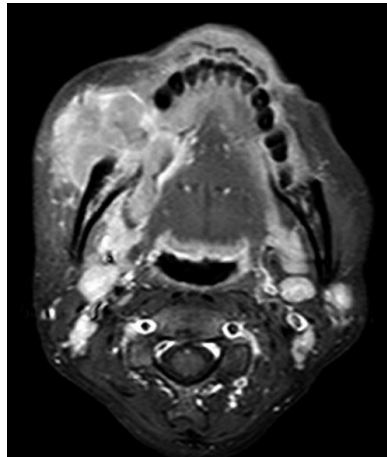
Ressonância magnética com tumor da gengiva mandibular direita e destruição óssea
